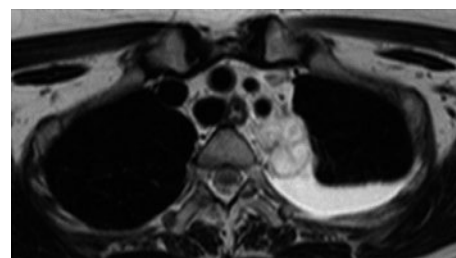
胸部 MRI, T2WI. 分葉状腫瘍は高信号を示した.
